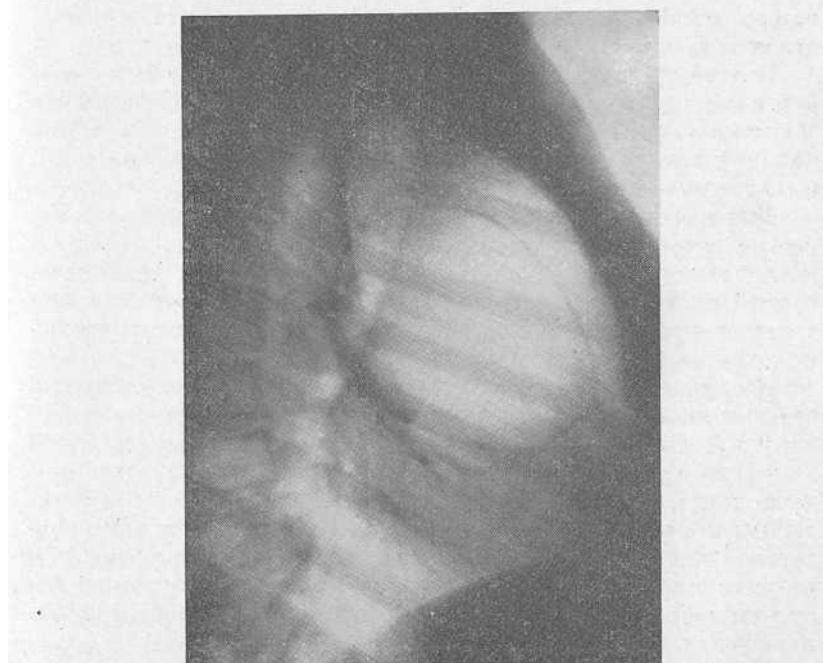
Боковая рентгенограмма той же больной.
